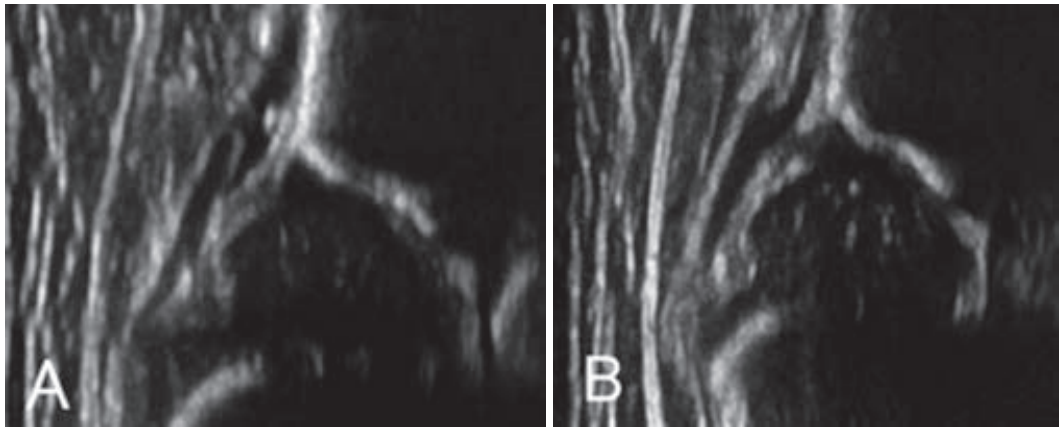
症例2 超音波画像(生後1か月20日)A:右側 B:左側 α 角:右63°左55°
